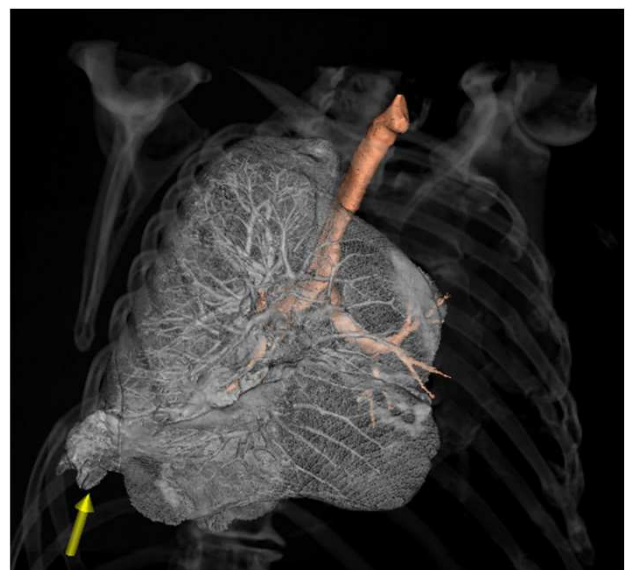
Reconstrucción pulmonar del TC del paciente de la figura 11. Hernia pulmonar lateral derecha (flecha).
